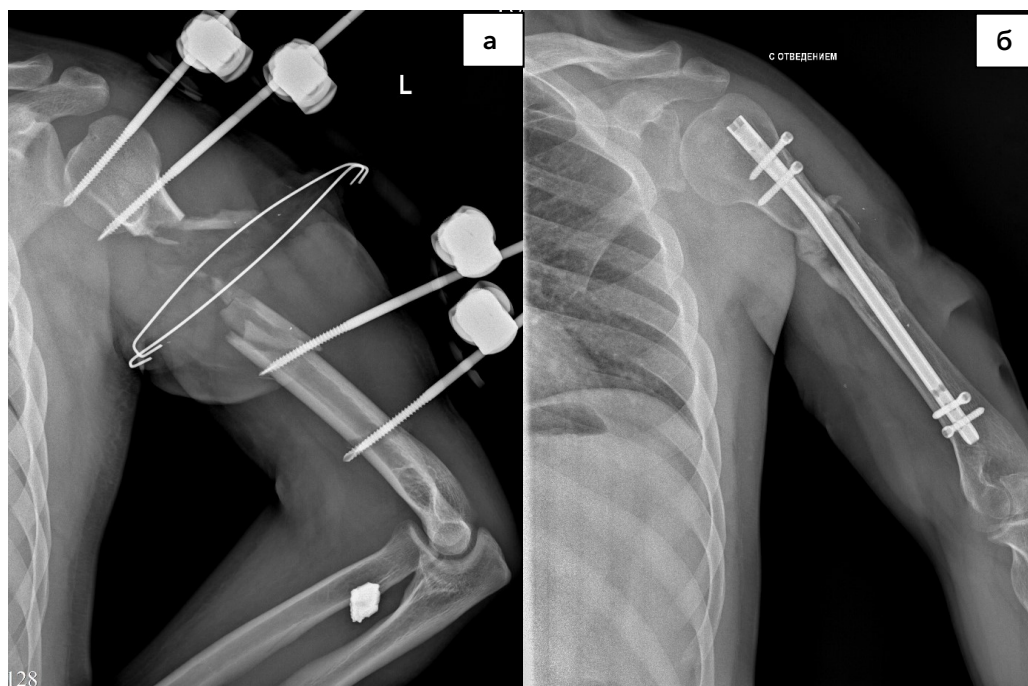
Рентгенограммы использования методики последовательного остеосинтеза многооскольчатого перелома верхней трети диафиза левой плечевой кости, а – выполнен стержневой остеосинтез, б – выполнен остеосинтез интрамедуллярным винтом
